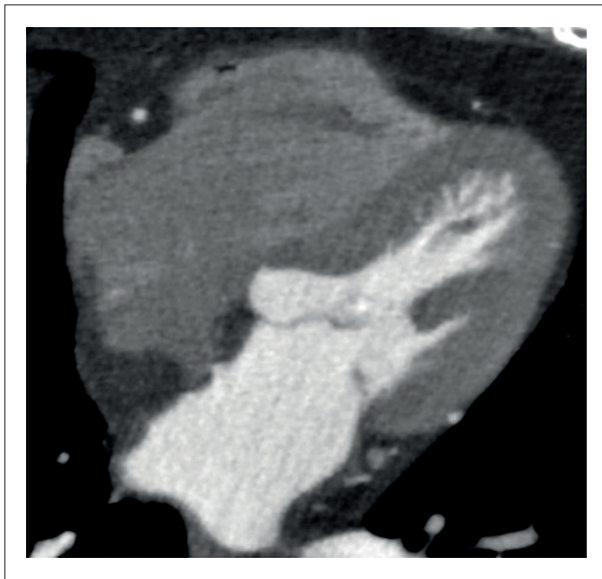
Paciente do sexo feminino de 70 anos, submetida à angiotomografia coronárias para avaliação de dor torácica. Imagens de TC em reformatação axial demonstram achado incidental de hipertrofia lipomatosa do septo interatrial. Notar que o tecido adiposo infiltrativo poupa a topografia da fossa oval, característica típica deste achado.
